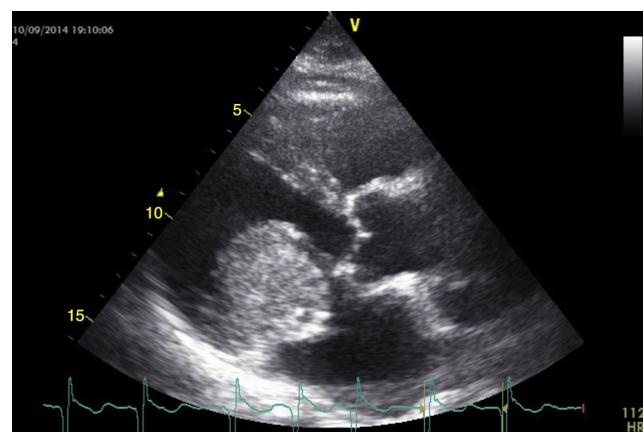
Ecocardiograma en eje largo paraesternal con la masa prolapsando en diástole hacia el ventrículo izquierdo, originando una obstrucción intermitente a nivel de la válvula mitral.
